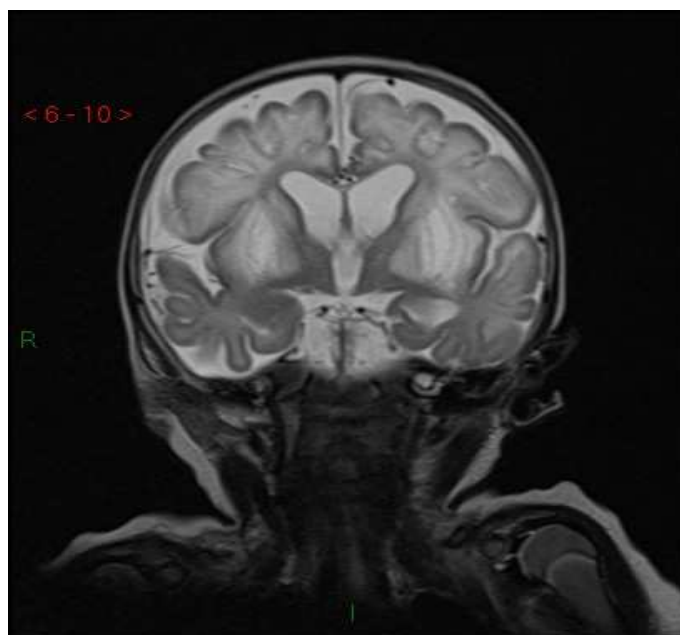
RMN encefalo della paziente A.R. (sequenze T2-pesate): lesioni iperintense simmetriche a livello di nucleo caudato, putamen, talamo, mesencefalo e sostanza bianca sottocorticale parietale sinistra.
